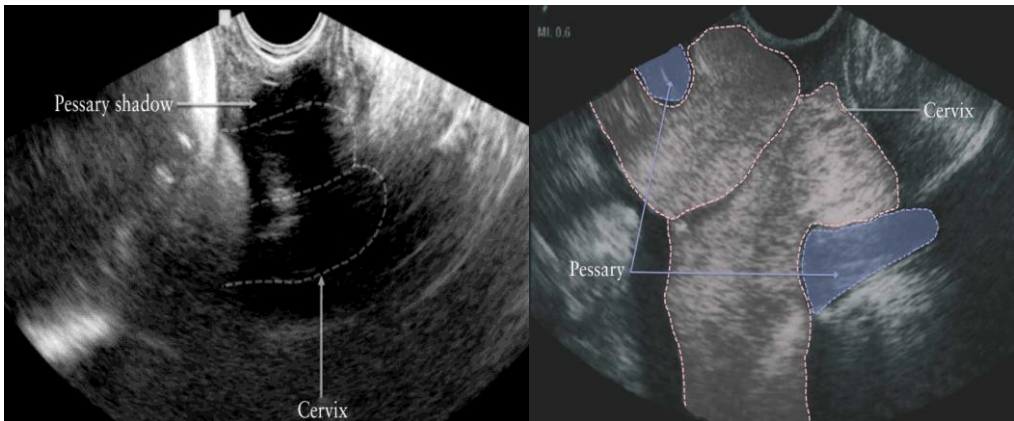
Imatge ecogràfica del cèrvix en pacient portadora de pesari. A la esquerra ombra del pesari sobre el cèrvix amb la tècnica ecogràfica convencional. A la dreta, cèrvix visualitzat correctament amb el pesari al voltant (en blau) mitjançant la nova tècnica descrita. Adaptat de Goya M et al., Ultrasound ObstetGynecol. 2011;38(2):205-9.
